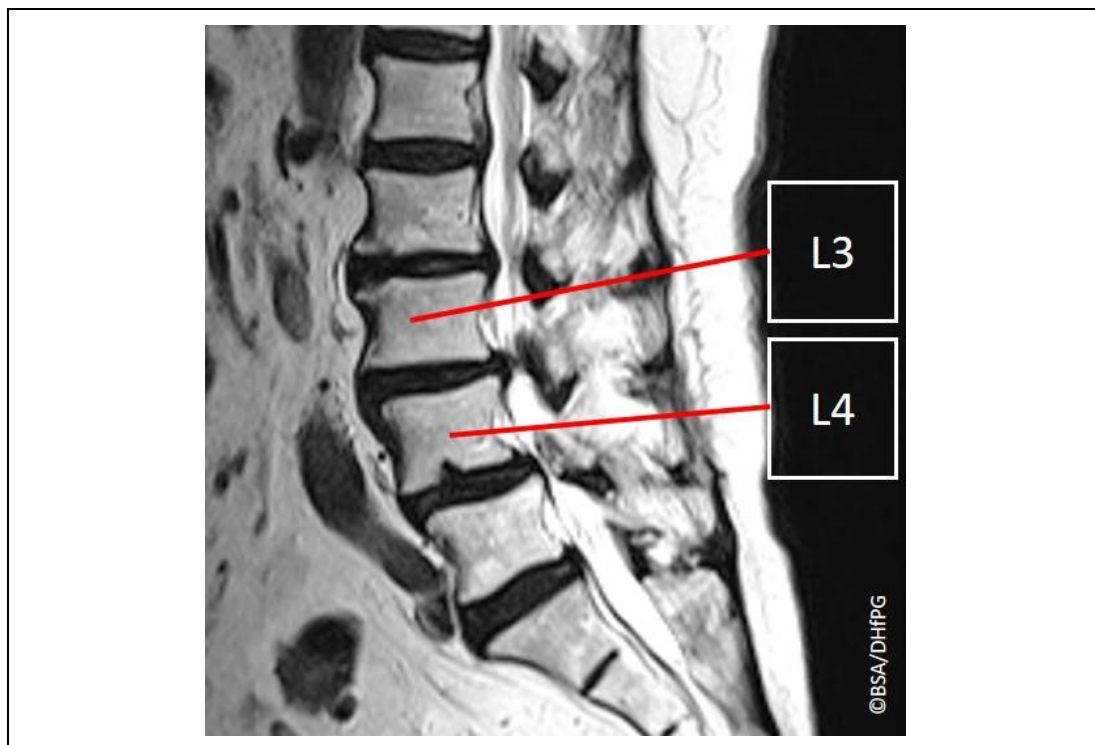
MRT-Aufnahme eines Bandscheibenprolapses zwischen L3/L4 (© BSA/DHfPG)
